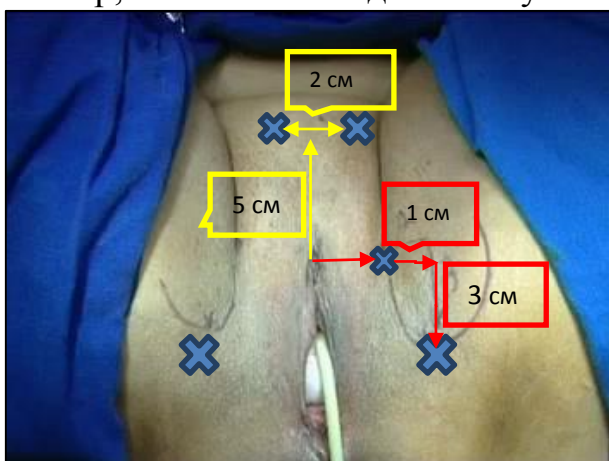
Внешние ориентиры для проведения рукавов импланта Nazca TC
